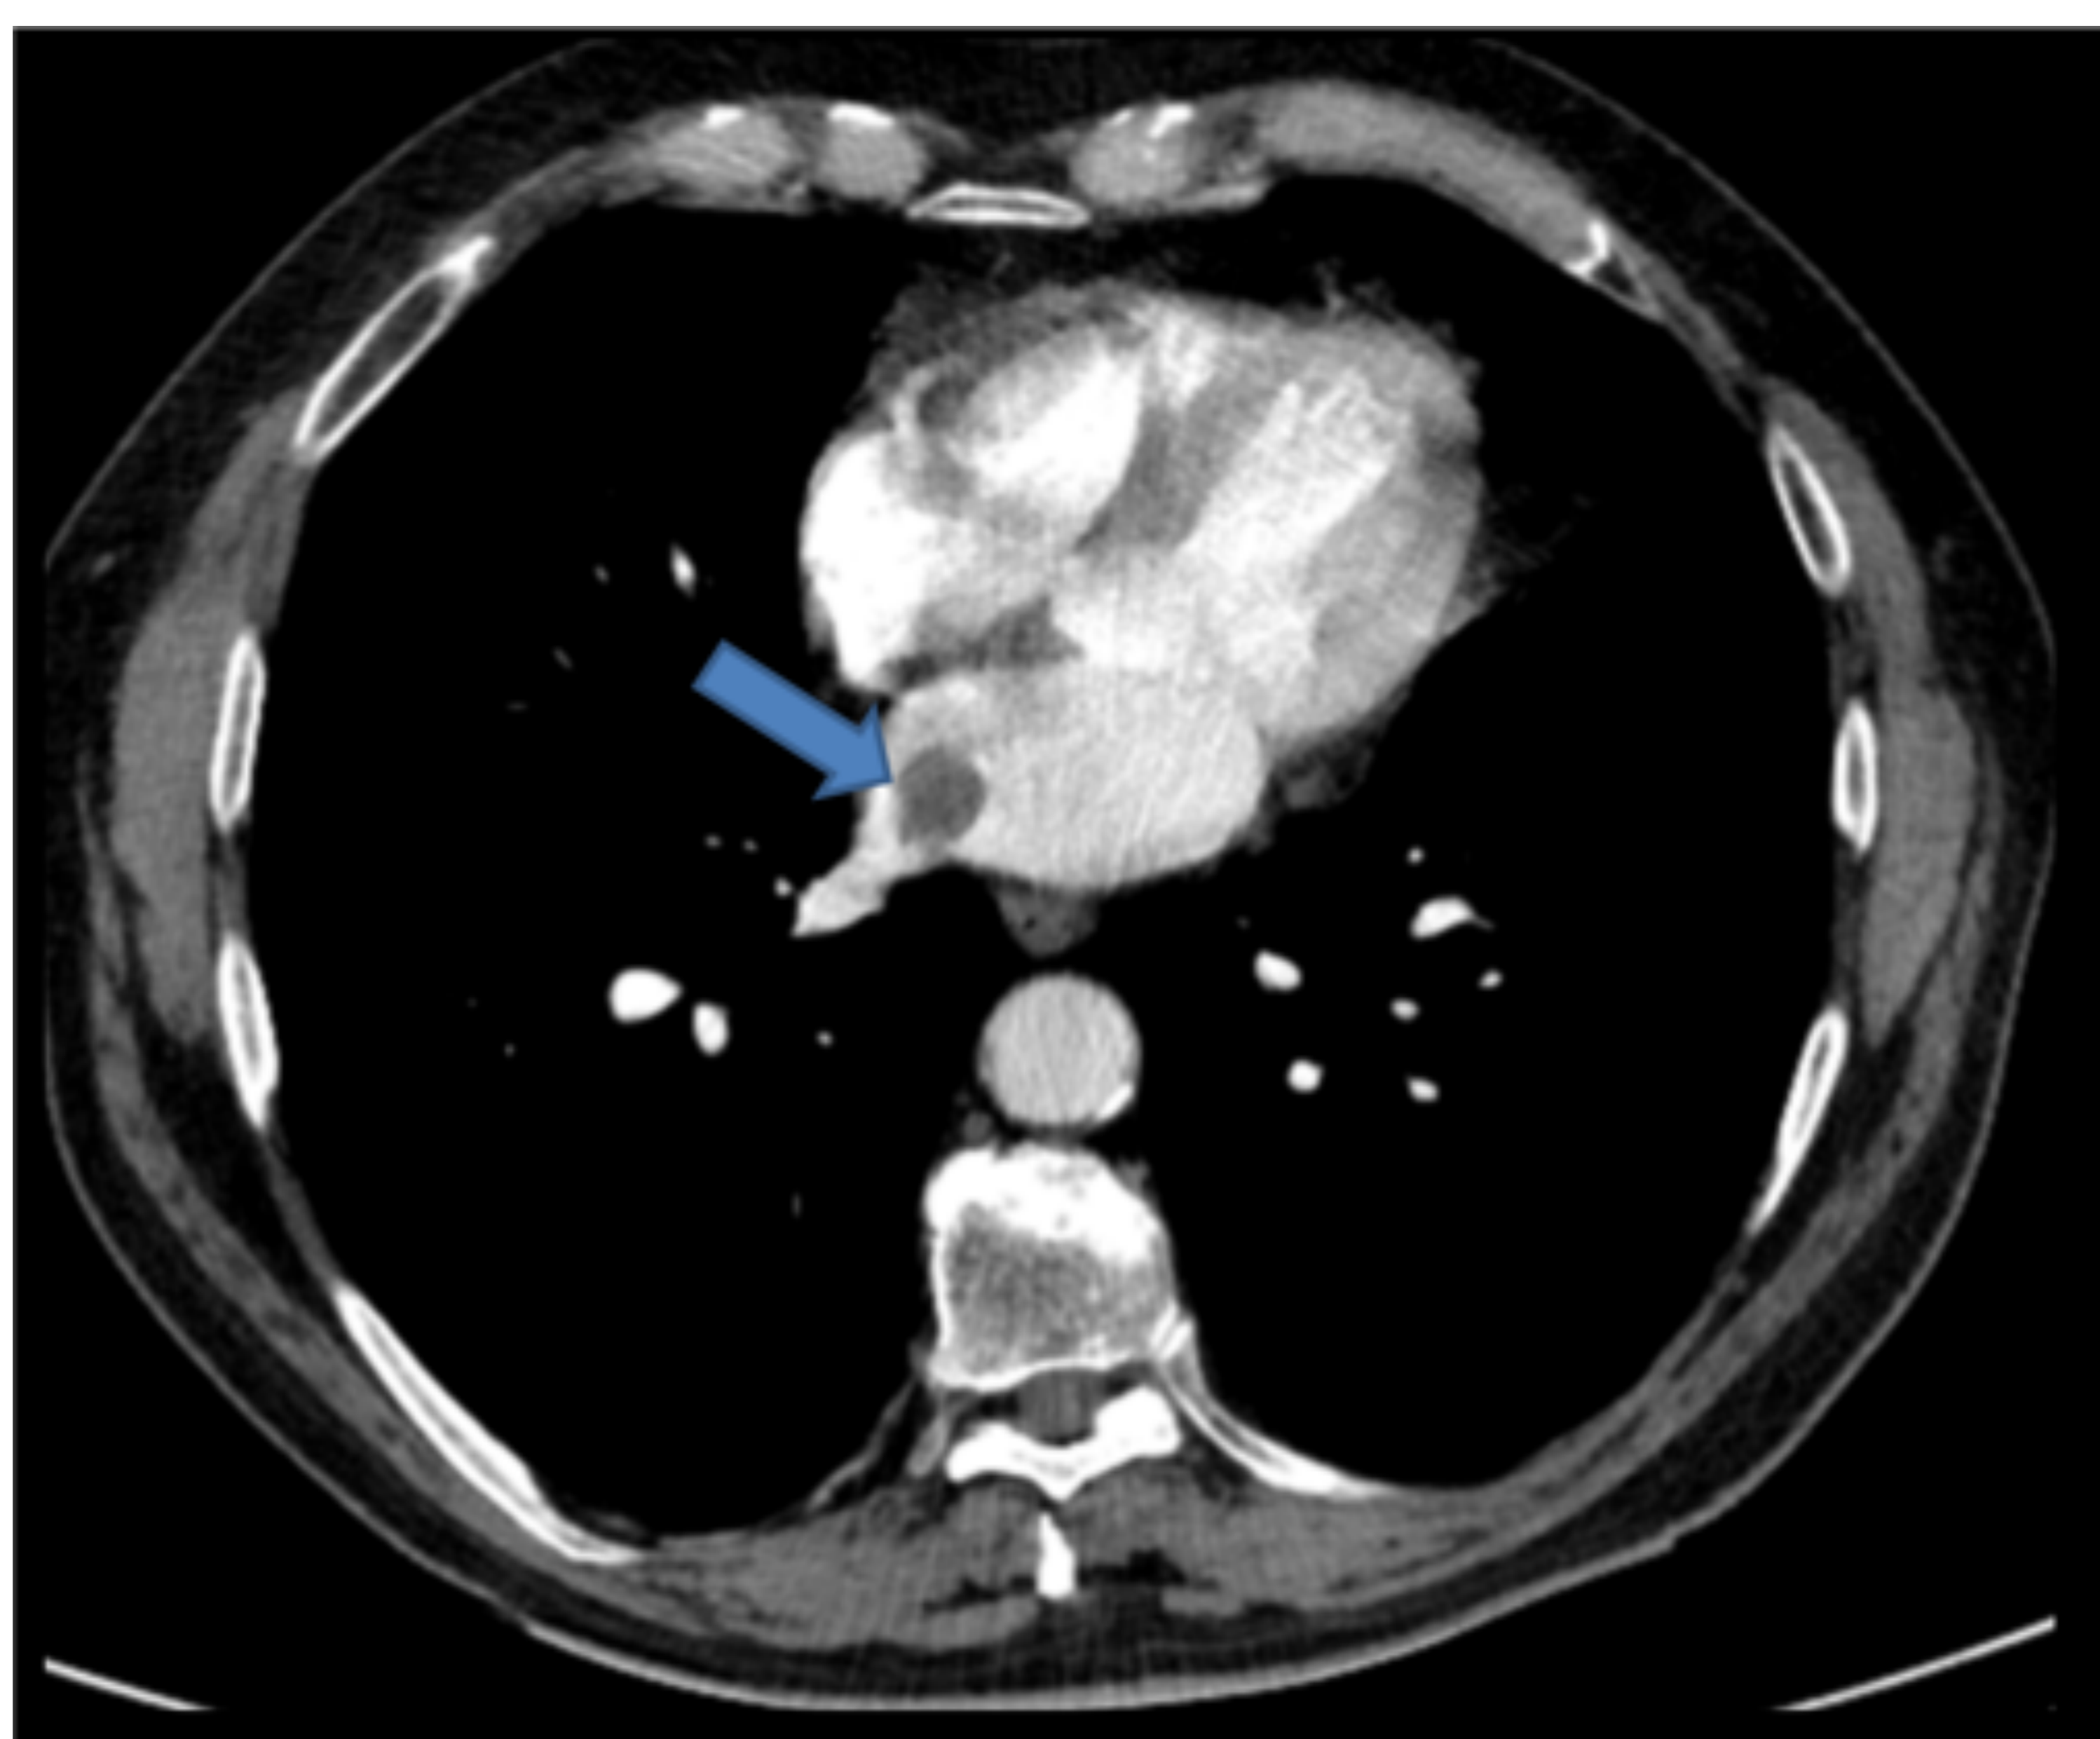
TC de tórax con CIV: Defecto de repleción en aurícula izquierda a nivel de la entrada de la vena pulmonar inferior derecha en relación con presencia de mixoma auricular
